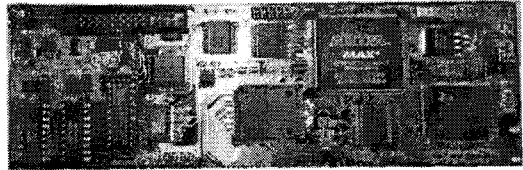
EPLD와 DSP 초음파발생장치 보드제작
